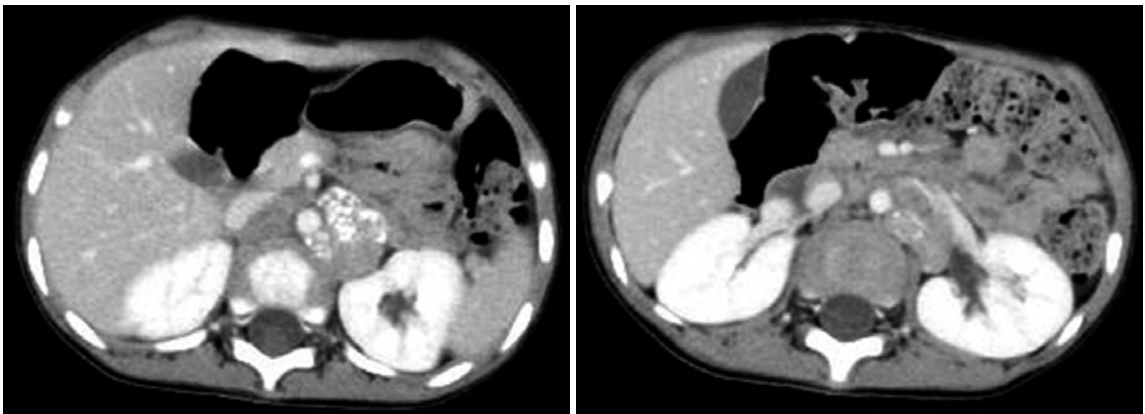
Abdominal computed tomography while in admission in case 1. A left adrenal tumor with calcification (a) and a few paraaortic and renal lymph nodes metastases (b) are shown. a | b
